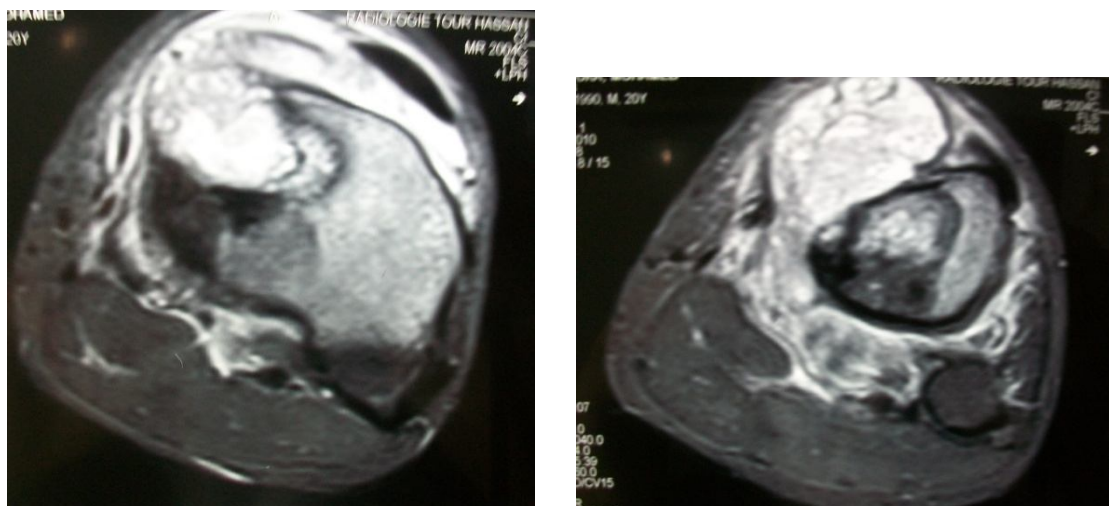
aspect en IRM du cas n°2
